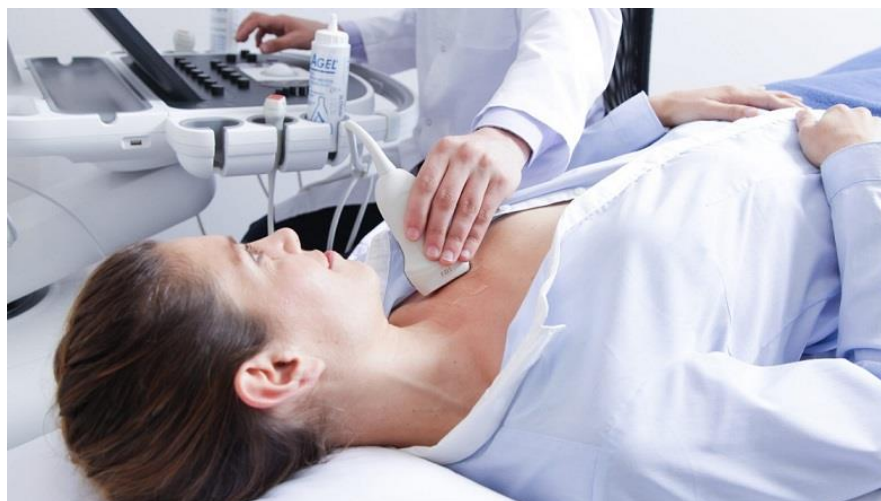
Эхокардиография
